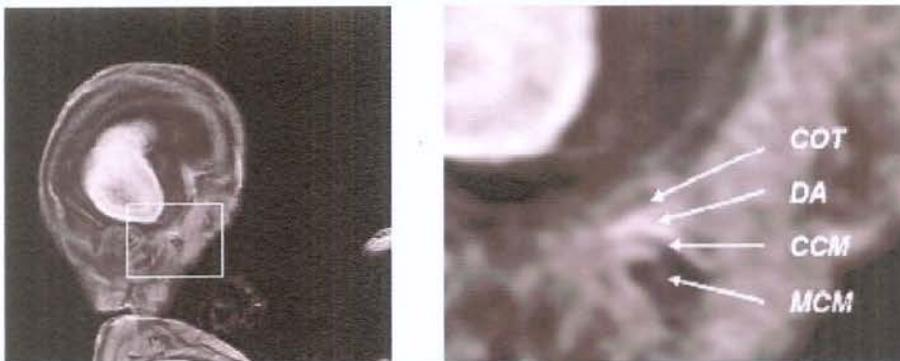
Imagens de Ressonâncias magnéticas ilustrando a ATM em um feto na 13<sup>a</sup> VIU . B – Aumento de 5X da região da ATM enfocando a cortical do osso temporal (COT), disco articular(DA), cortical do côndilo mandibular (CCM) e medula da cabeça da mandíbula.(Nakazone Júnior, 2005)
